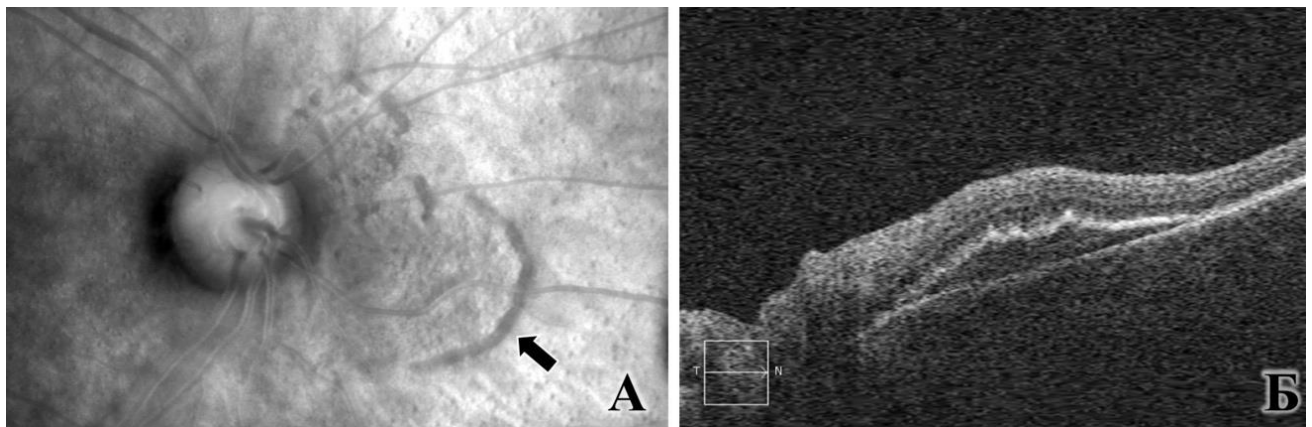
Пациент П., 30 л., ИБ Г61528\14 ОД контузия глазного яблока, гифема, ириодиализ, грыжа стекловидного тела, сублюксация хрусталика I степени, контузионная ретинопатия. Visus OD = 0,3 с коррекцией. А. Изображение в ретро-режиме: визуализируется зона отслойки нейроретинального слоя (указано стрелкой), также видна патологическая зернистость сетчатки. Б. ОКТ-изображение: визуализируется отслойка нейроретинального слоя.
